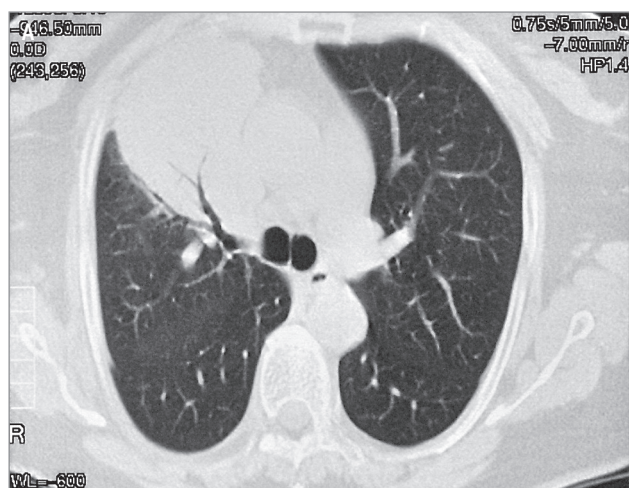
Неходжкинская лимфома верхней доли правого легкого: А – легочное окно; Б – мягкотканное окно; симптом «воздушной бронхограммы». Компьютерная томография
